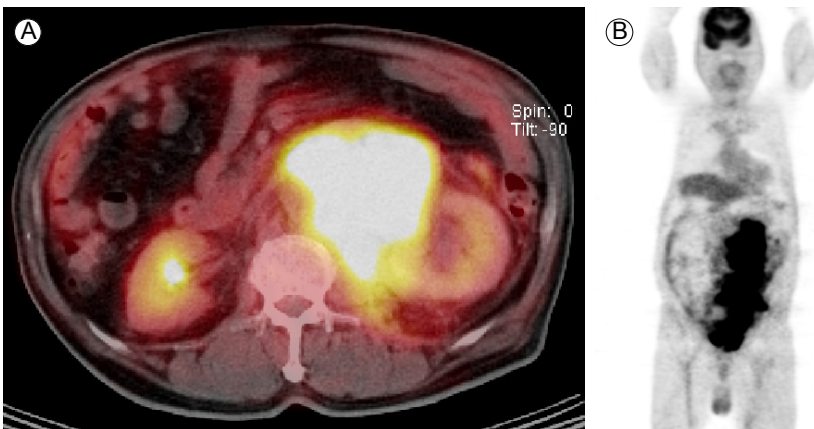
Torso PET-CT shows (A, B) a huge homogeneously lobulated hypermetabolic mass in the left para-aortic space extending from the subsplenic area to the left pelvic cavity (maximum SUV 10.76, average SUV 6.62) encasing the left ureter and vascular structures. PET-CT, positron emission tomography-computed tomography; SUV, standard uptake value.
